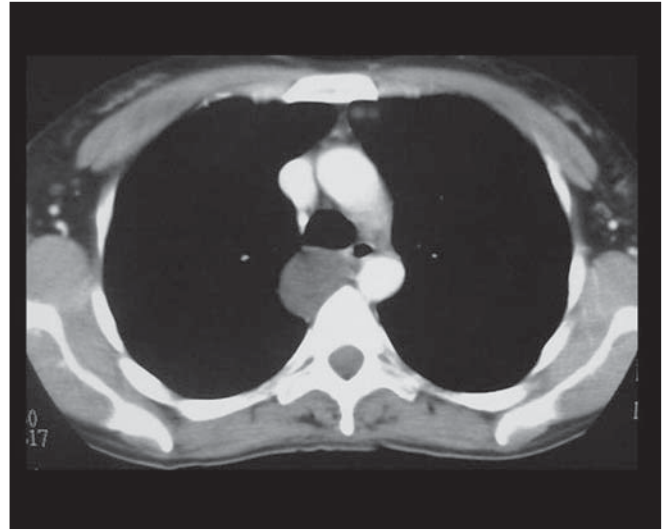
Paciente do sexo feminino, 43 anos de idade. TC de tórax após infusão de contraste intravenoso demonstra lesão cística na região retrotraqueal direita (provável cisto broncogênico). A possibilidade de outros CCMs não pode ser descartada. Controle evolutivo em cinco anos inalterado.
